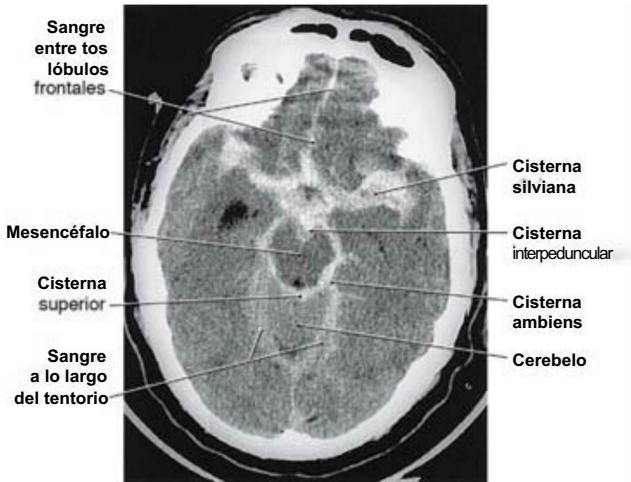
Imagen de TC que muestra una hemorragia subaracnoidea por rotura de un aneurisma en un varón de 64 años. Obsérvese la sangre en las cisternas y también delimitando el mesencéfalo y el tentorio.
